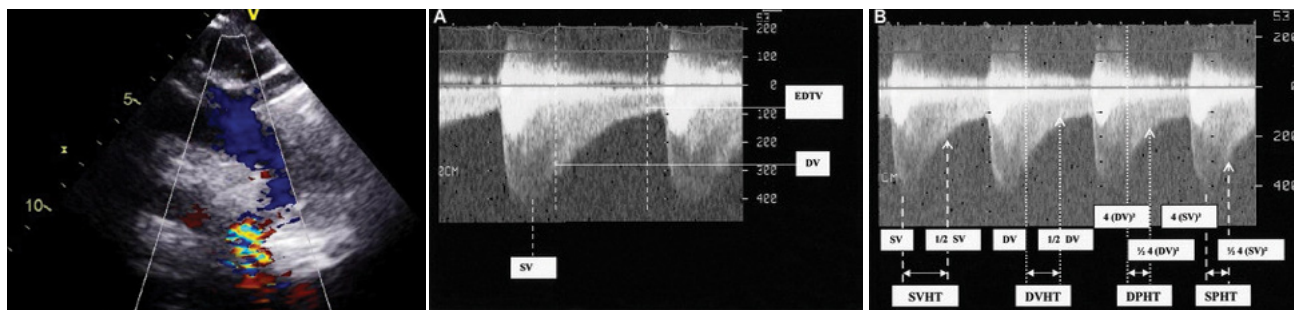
(A) Ecocardiografía transtorácica en vista supraesternal, que muestra coartación de aorta, fíjese la aceleración del flujo post coartación. (B) Doppler de onda continua a través de la coartación aórtica con una “cola diastólica” prominente, la velocidad sistólica máxima (SV), la velocidad diastólica al final de la onda ‘T’ (DV) y la velocidad de la cola telediastólica al comienzo de ‘Q’ (EDTV). (C) Medio tiempo de velocidad sistólica (SVHT), medio tiempo de presión sistólica (SPHT), medio tiempo de velocidad diastólica (DVHT) y medio tiempo de presión diastólica (DPHT). SVHT (ms): tiempo que tarda la velocidad sistólica en caer a la mitad de su valor pico; DVHT (ms): tiempo que tarda la velocidad diastólica en caer a la mitad de su valor al final de la onda T; SPHT (ms): tiempo que tarda el gradiente de presión sistólica pico ($4 [SV] / 2$) en caer a la mitad de su valor; DPHT (ms): tiempo necesario para el gradiente de presión diastólica ($4 [DV] / 2$) para caer a la mitad de su valor. Estas medidas deben tenerse en cuenta antes y luego de implante de stent.²⁵
